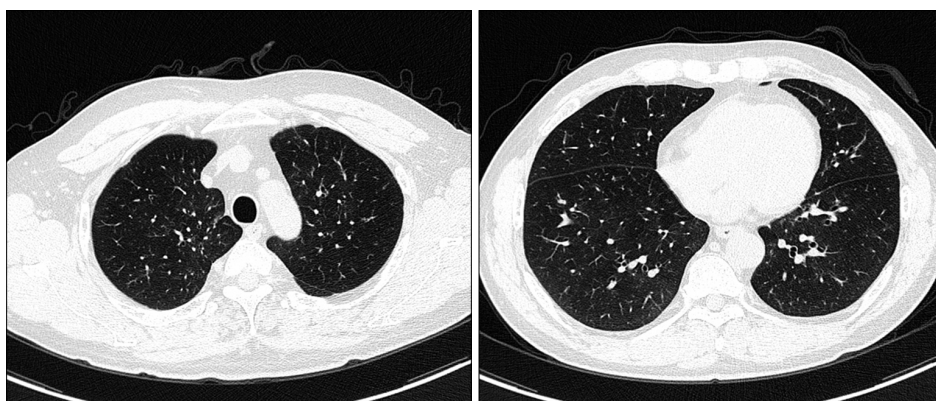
Chest CT scan after 3 months shows improvement of infiltrations in both lungs, CT: computed tomography.
